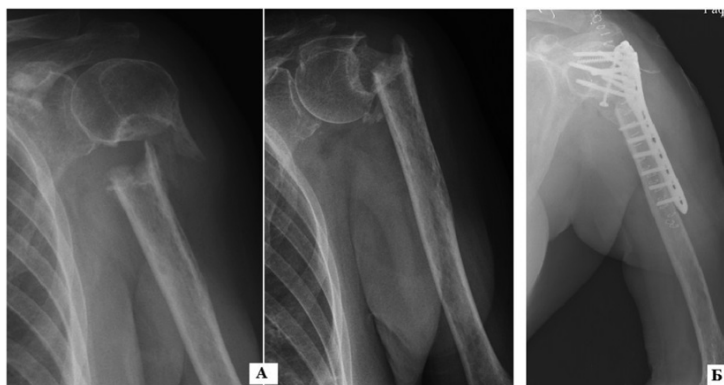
Рентгенограммы пациентки Г., 65 лет: а) при поступлении; б) выполнен остеосинтез перелома плечевой кости пластиной с угловой стабильностью винтов, дефект костной ткани замещен аутотрансплантатом с дополнительной фиксацией винтом
